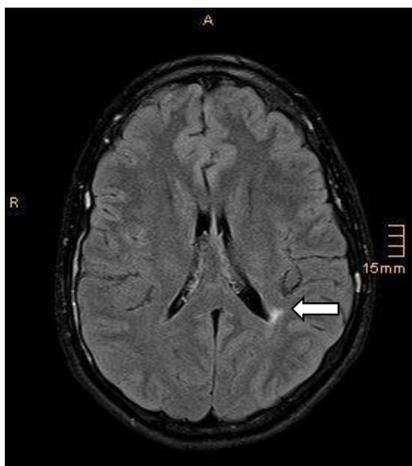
▲ Kraniales Magnetresonanztomogramm, Transversalschnitt, Fluid-Attenuated-Inversion-Recovery (FLAIR)-Sequenz. Pfeil: Gliose. (© Radiologische Gemeinschaftspraxis Kaufbeuren – Landsberg, alle Rechte vorbehalten. Abdruck mit freundlicher Genehmigung)
